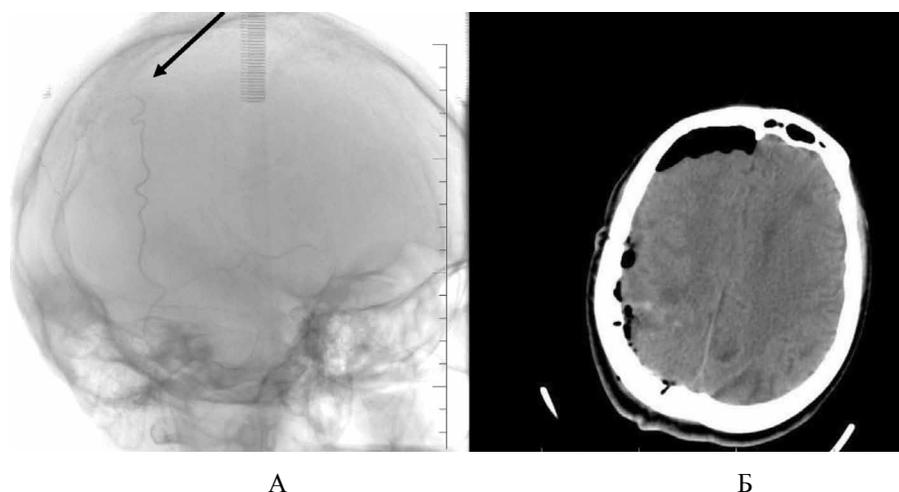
А — Церебральная ангиография интракраниальных сосудов головного мозга после операции. При контрольных снимках кровоснабжение объемного образования не визуализируется (черная стрелка). Б — КТ головного мозга в послеоперационном периоде. Опухоль удалена тотально. Поперечной и аксиальной дислокации нет. Simpson 1.
